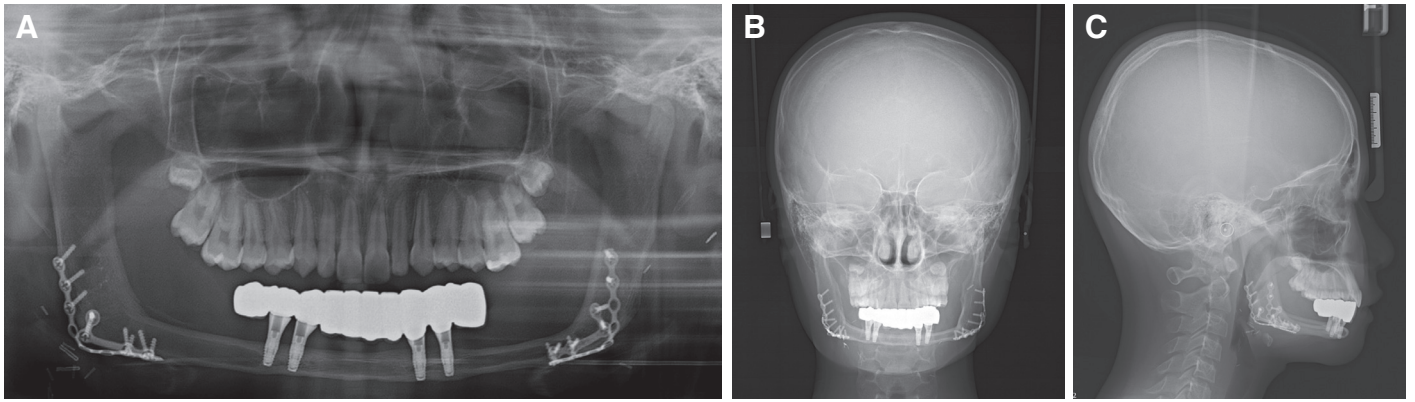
Radiographs at the day of prostheses delivered. (A) Panoramic radiograph, (B) Frontal cephalometric, (C) Lateral cephalometric.
